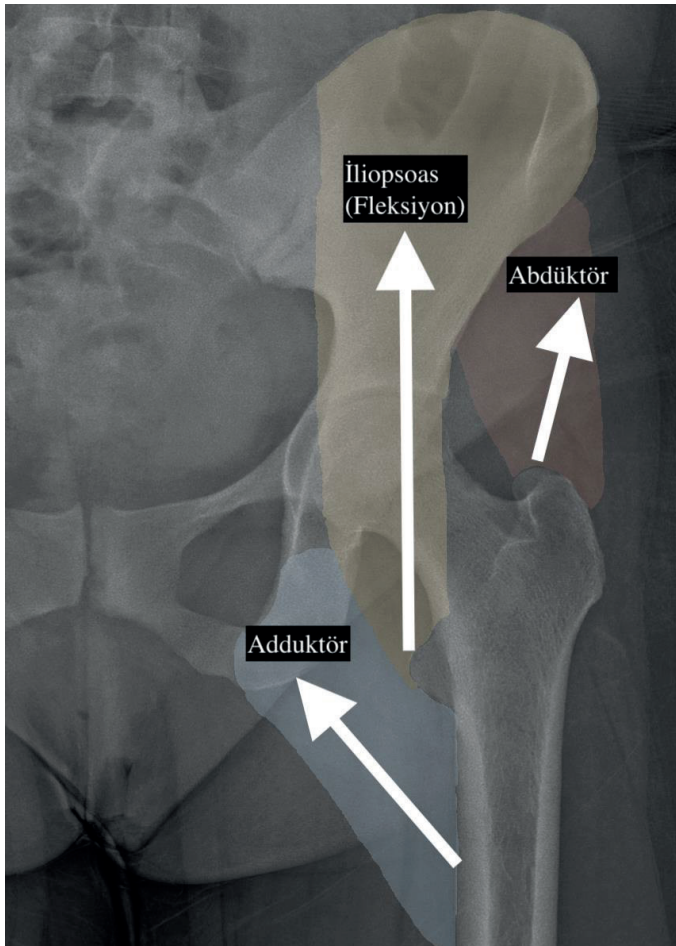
Subtrokanterik bölgenin femur direkt grafide işaretli olarak gösterilmesi
